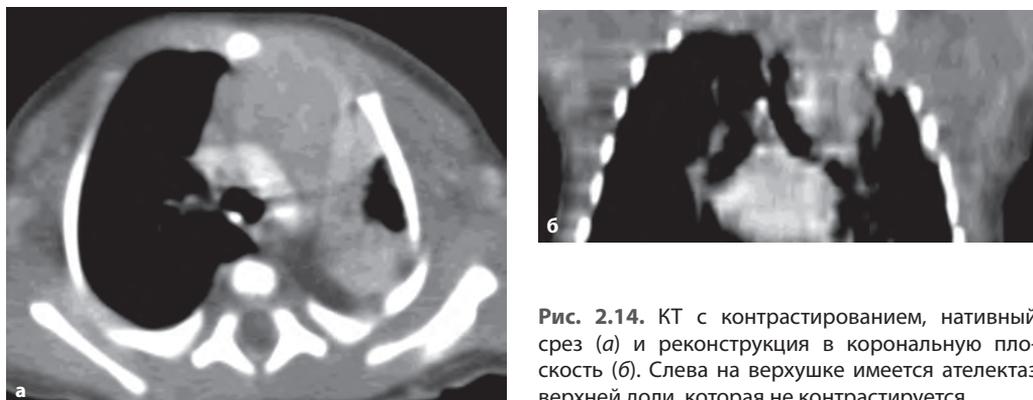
КТ с контрастированием, нативный срез (а) и реконструкция в коронарную плоскость (б). Слева на верхушке имеется ателектаз верхней доли, которая не контрастируется.
